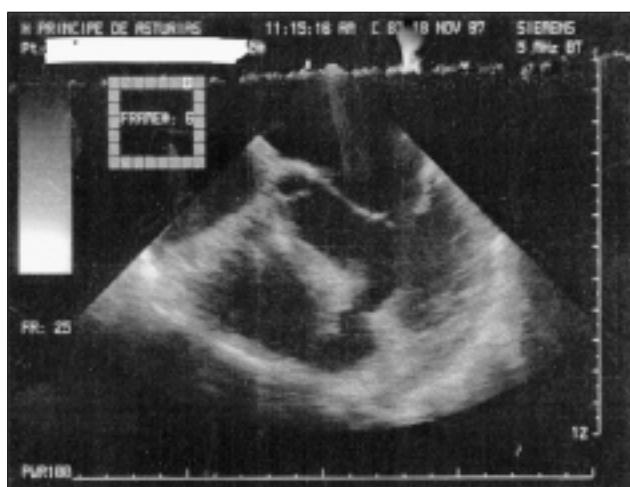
Ecocardiograma transesofágico de paciente de 21 años que presenta CIV tras traumatismo torácico cerrado (accidente de tráfico), inicialmente bien tolerada pero demostrando un Qp/Qs elevado por lo que requirió cirugía correctora.
